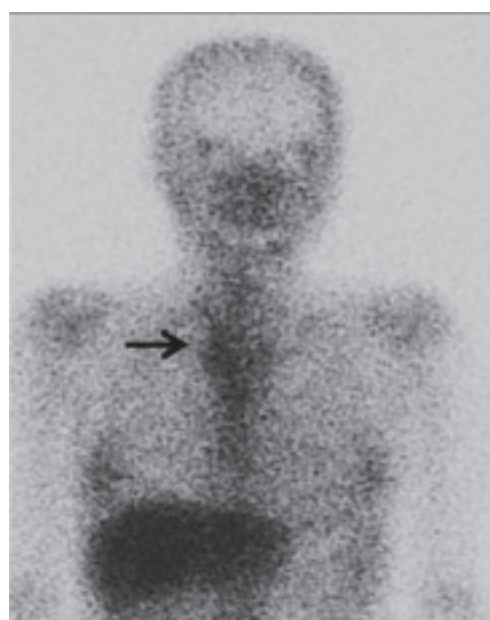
Lymphadenopathy also had abnormal accumulation in gallium-scintigraphy (Arrow)
